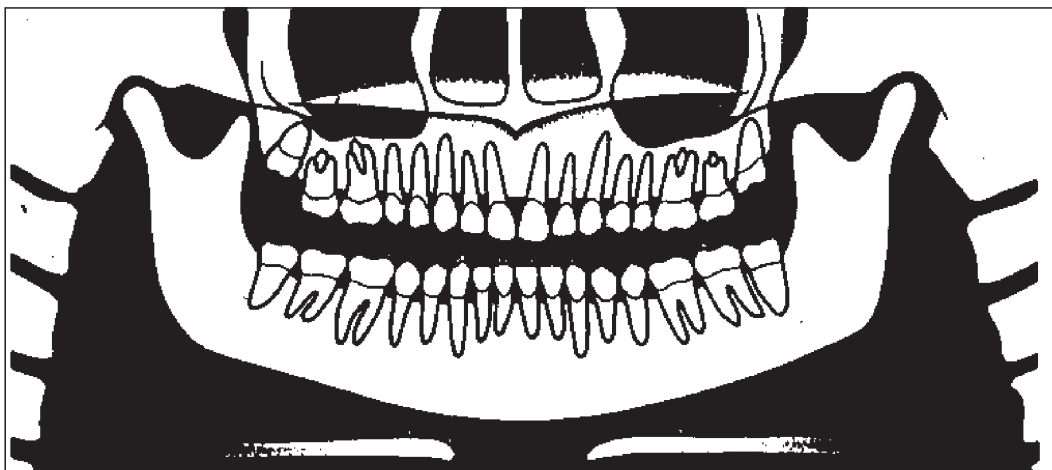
radiografía panorámica normal
